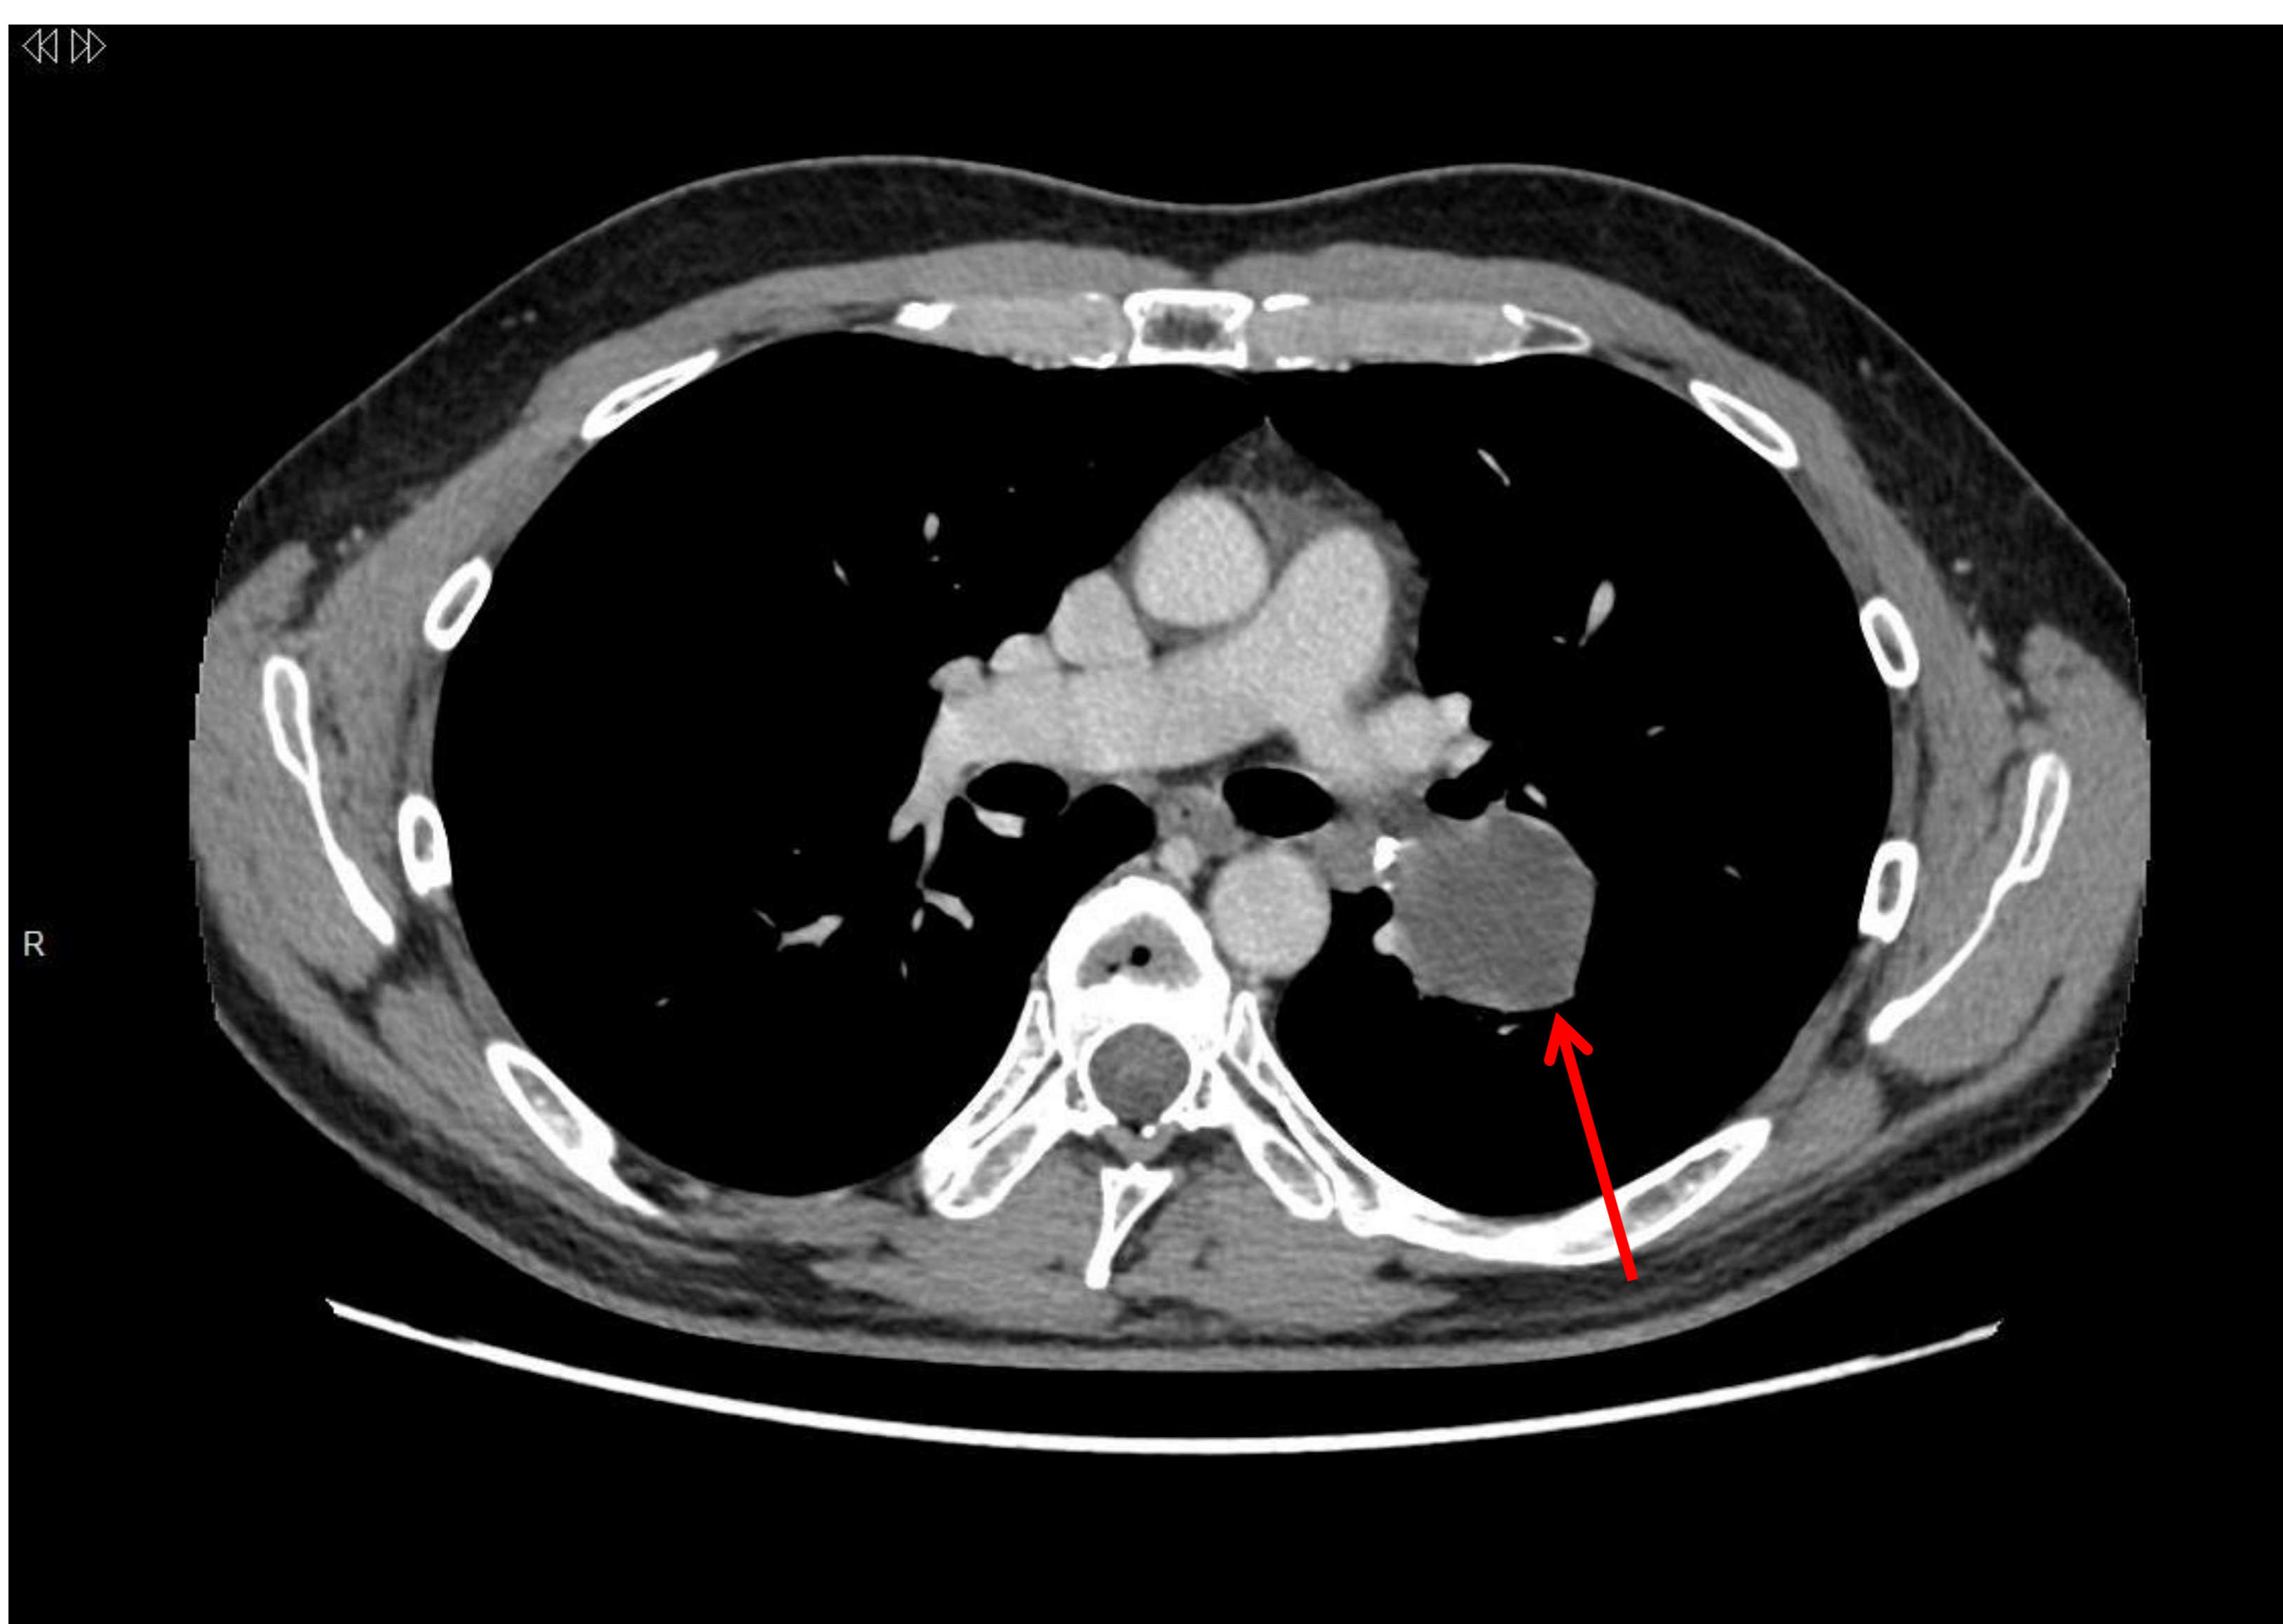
Corte axial de TC realizado por otro motivo, donde se observa una lesión bien definida (flecha roja) que se corresponde con un quiste broncogénico.
